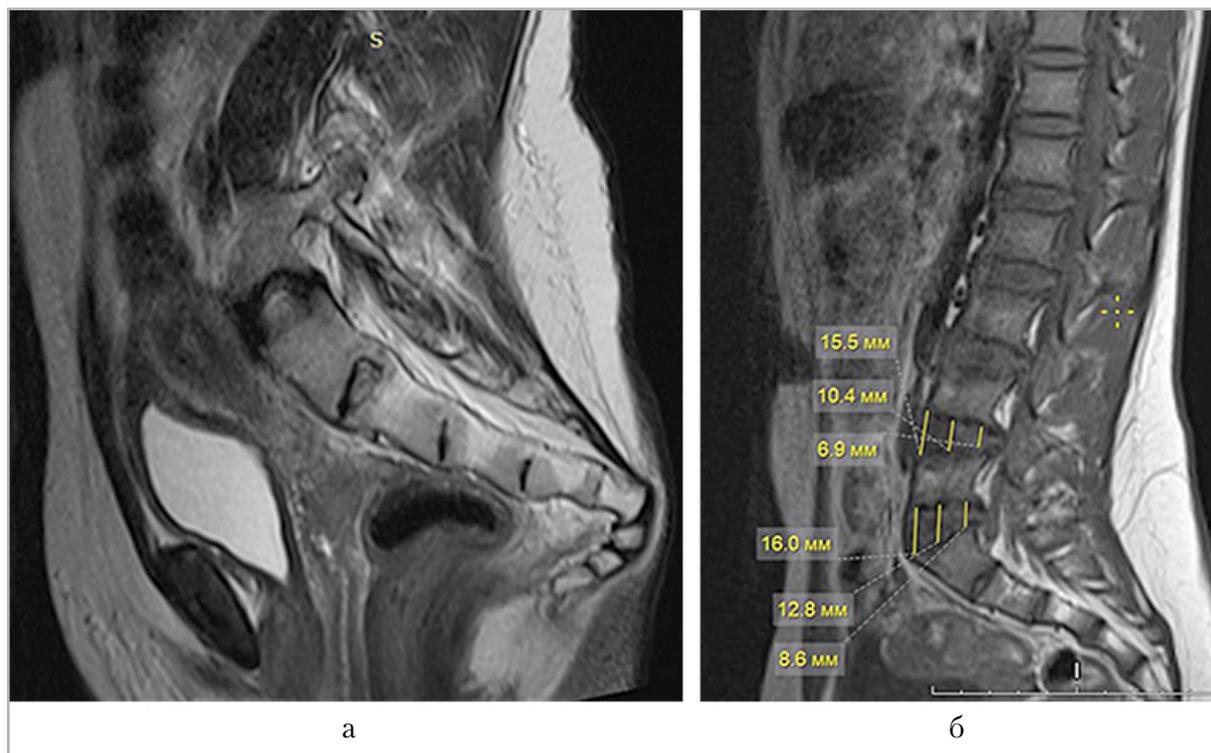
Магнитно-резонансные томограммы пояснично-крестцового отдела позвоночника пациентов 16 лет с ахондроплазией в режиме T2-ВИ в сагиттальной плоскости: *а* – деформация копчика по типу «дверного крючка»; *б* – размеры и форма межпозвоночных дисков и форма каудальных позвонков в поясничном отделе
